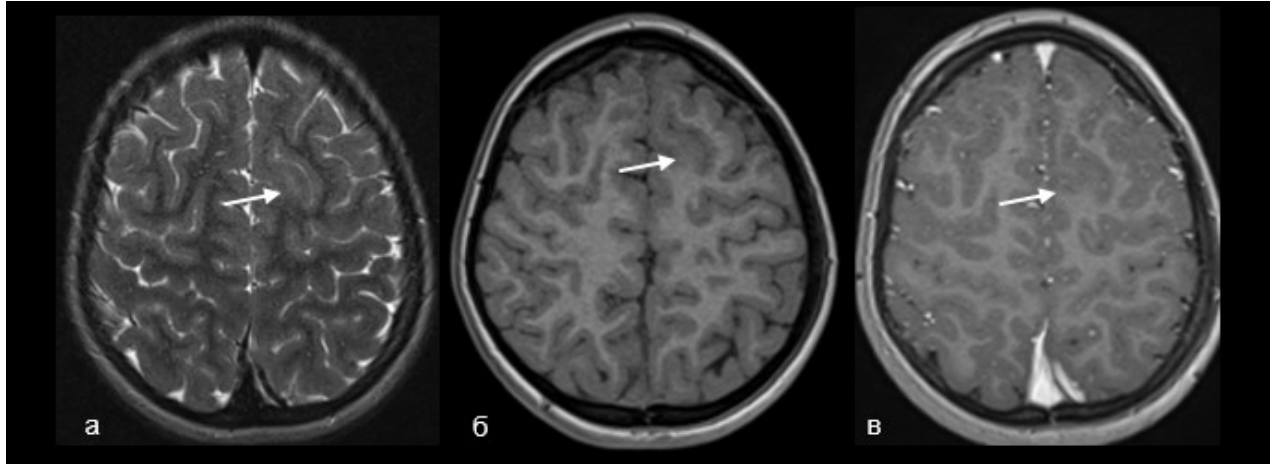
Пациент К. МРТ по протоколу эпилептического сканирования с контрастным усилением. На изображениях импульсных последовательностей, взвешенных по T2 и T1 определяется локальный участок повышения сигнала в коре и субкортикальном белом веществе верхней лобной извилины слева. Отмечается локальная сглаженность серо-белой дифференциации в кортико-медуллярной зоне и утолщение коры (а, б). При контрастировании, патологической аккумуляции контрастного агента в зоне интереса не выявлено (в)
